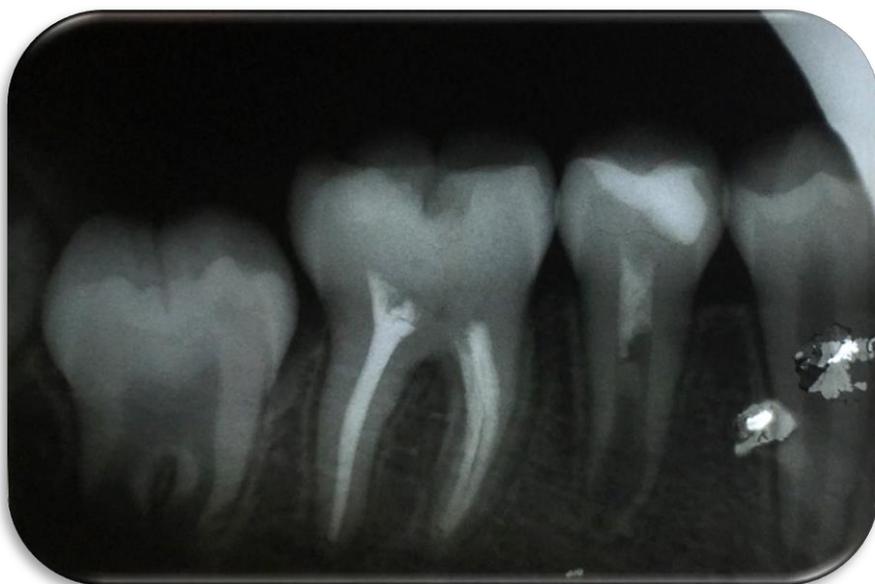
Radiografía control 9 meses
